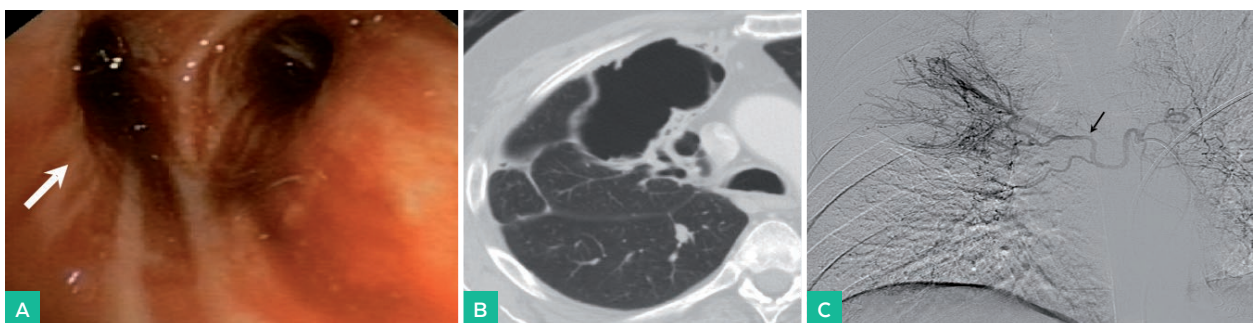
Varón de 49 años de edad sin alergias medicamentosas conocidas. Absceso pulmonar en LSD hace 5 años y persistencia de hábito tabáquico de 1 paquete/día. Acude a urgencias por cuadro hemoptisis masiva. A. Broncoscopia (flecha blanca) sangrado y coágulos en bronquio principal derecho. B. TC corte axial, destrucción parénquima pulmonar y bullas residuales. C. Aortografía torácica (flecha negra) evidencia rama intercostobronquial derecha hipertrofiada con realce anómalo en relación con hemoptisis franca.
